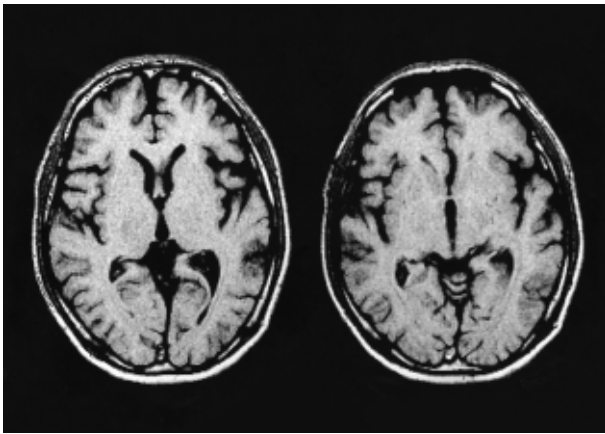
Brain MRI showed diffuse atrophic changes in both frontal and temporal lobes.
